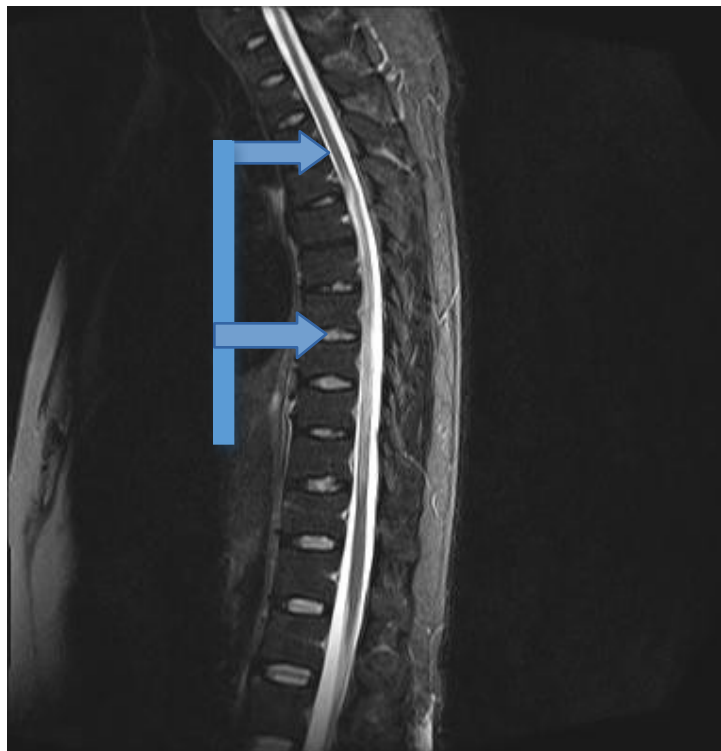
Imagen de RMN de columna, secuencia T2, corte sagital:Se observa aumento del calibre medular a nivel de D2, asociado a aumento de señal.
